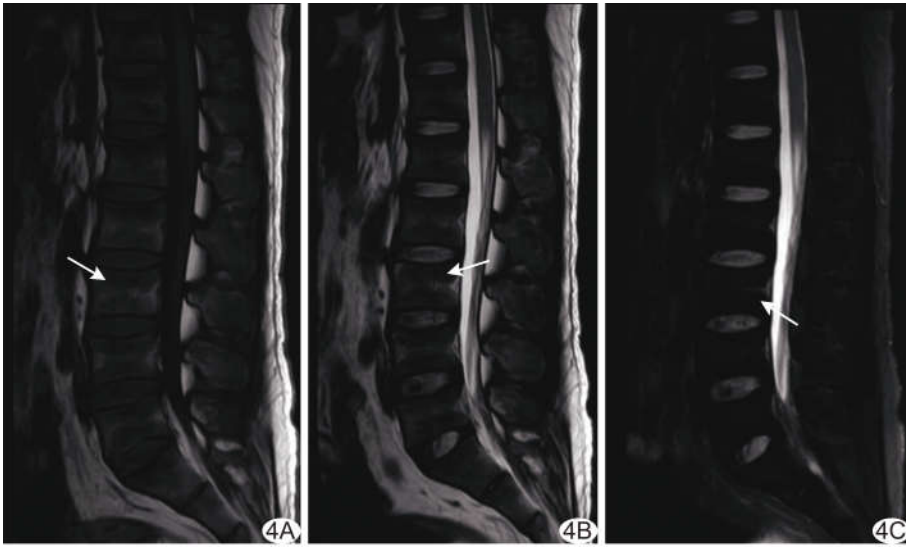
患者男, 35 岁, 散发性 HO A、B. T1WI(A)、T2WI(B) 示胸腰椎椎体上、终板下双低信号 (箭); C. 脂肪抑制序列 MRI 示周围骨质片状稍高信号(箭), 椎体呈“夹心板”征
